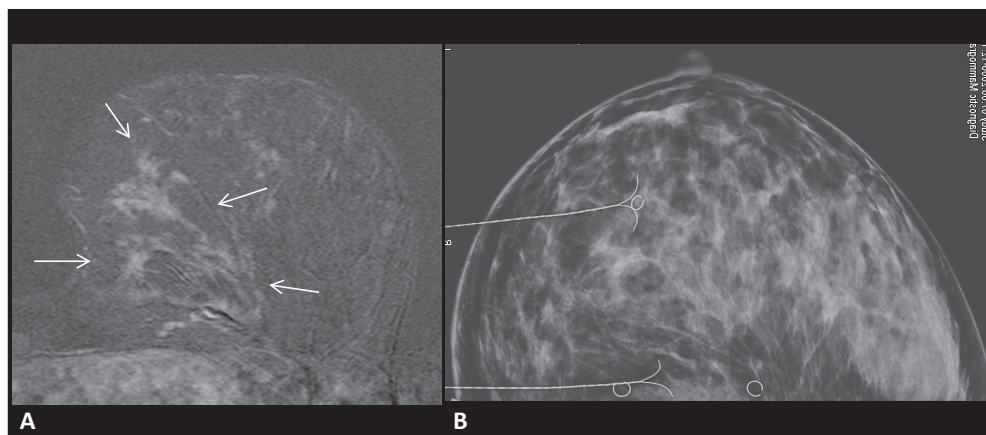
Behandlungsplanung (Operationsplanung): Der Fall eines nur MR-tomographisch sichtbaren *High-grade*-DCIS im unteren inneren Quadranten der linken Brust. (A) MRT. (B) Mammographie-Aufnahme nach MR-geführter perkutaner Einbringung von Markierungsclips, die den Befund dreidimensional einrahmen, sowie nach perkutaner Lokalisation der Clips mit Markierungsdrähten.
